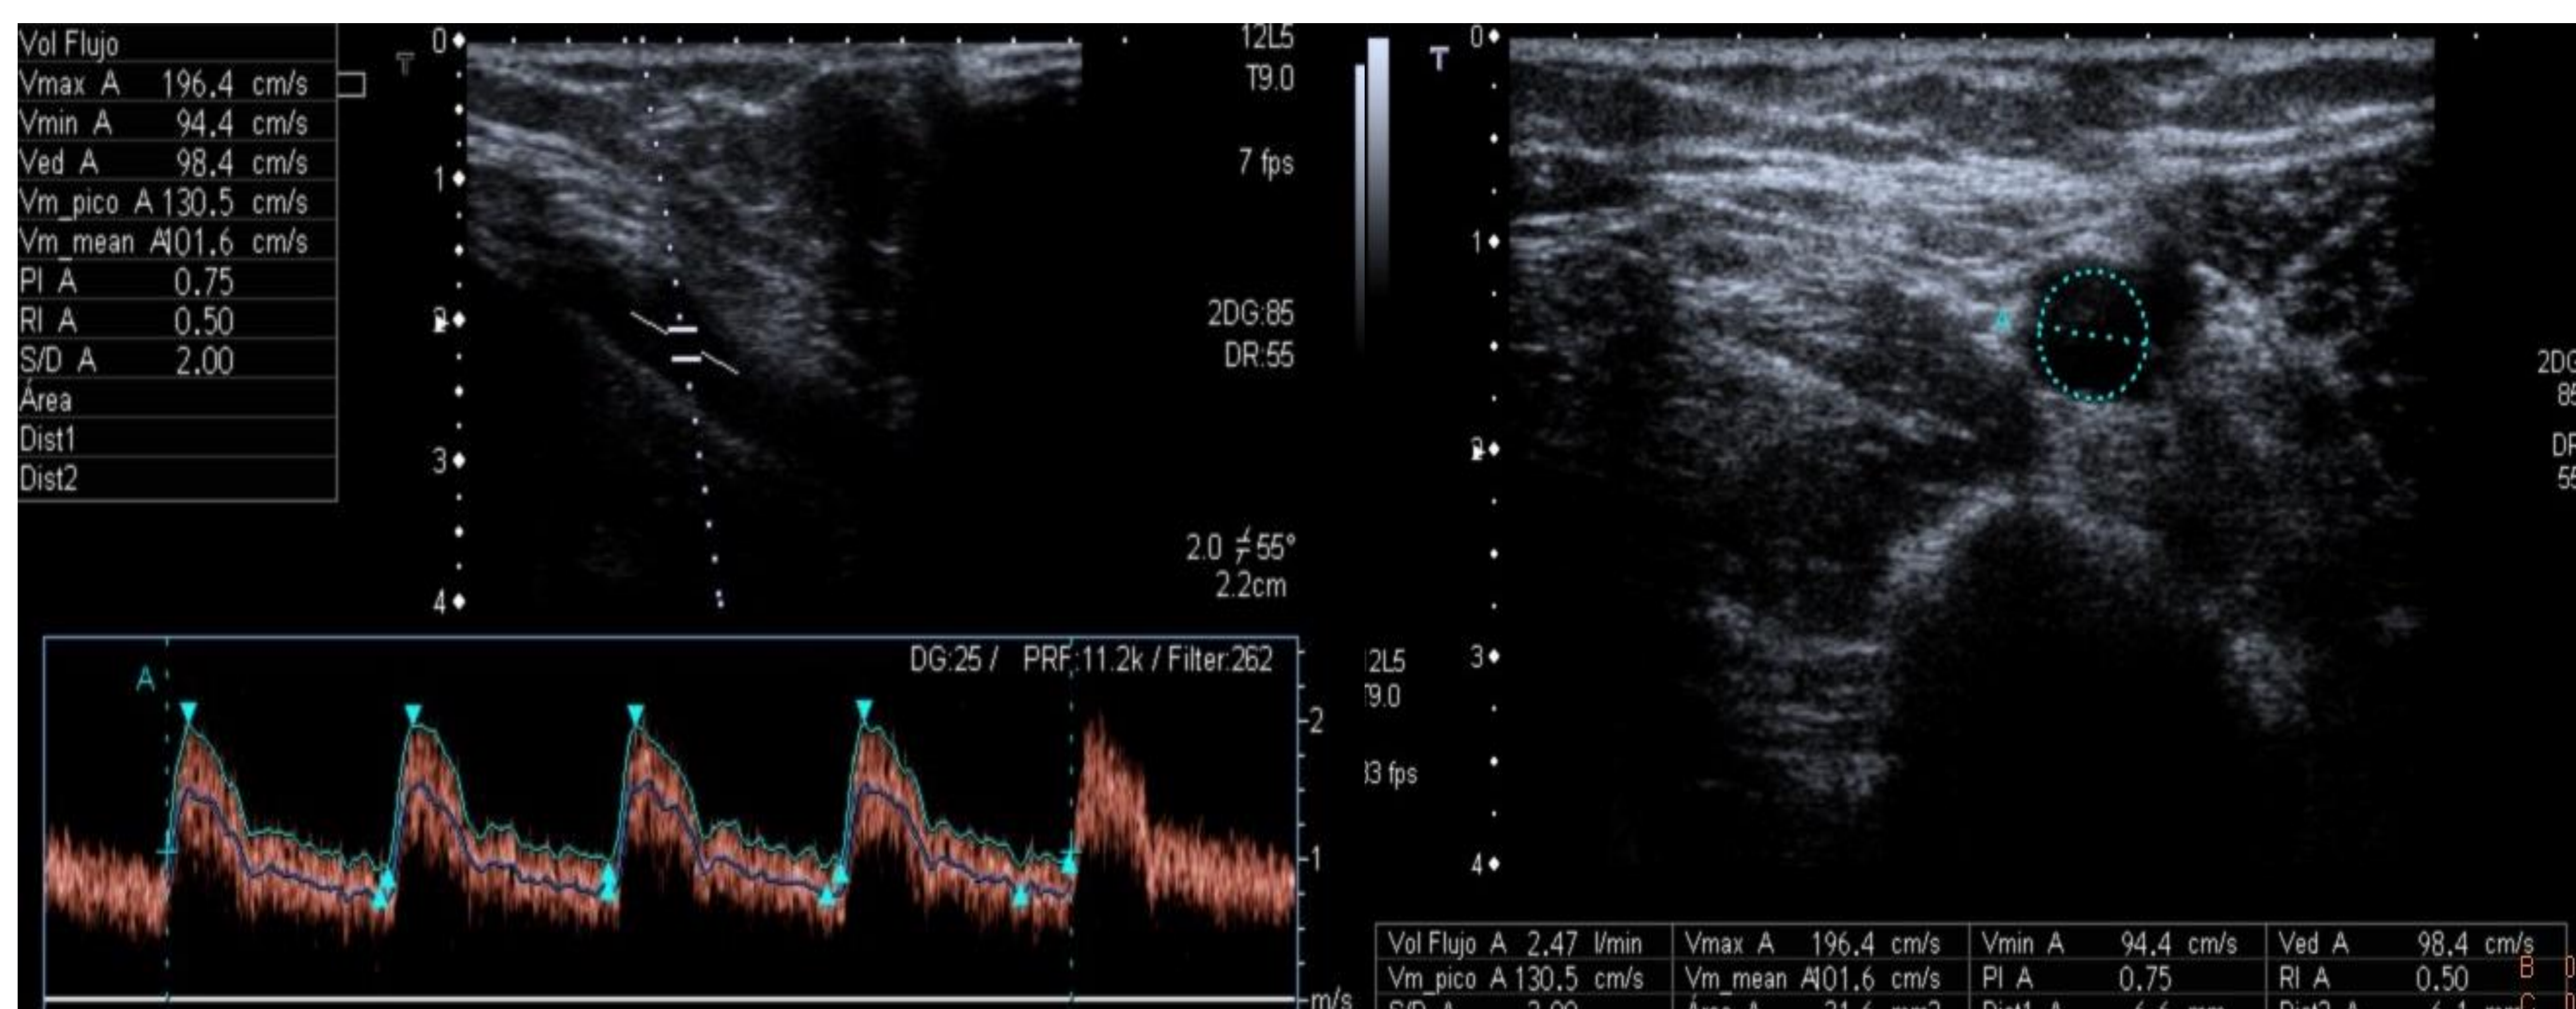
El índice de resistencia arterial (IR) es un índice ecográfico para evaluar la enfermedad arterial. Se mide como $RI = (\text{velocidad sistólica máxima} - \text{velocidad diastólica final}) / \text{velocidad sistólica máxima}$. Medida de flujo e IR en la arteria aferente de un acceso vascular periférico normofuncionante. La arteria aferente se estudia con un ángulo de incidencia ultrasónica $< 60^\circ$ para obtener un rango de 4 ciclos (a). Al conocer la velocidad promedio del vaso y el área (en el corte que discurre perpendicular a su eje) el software del equipo de ultrasonido nos da el flujo (ml/min) (b). IR $< 0,5$ y la forma de la curva indican que se trata de una arteria de baja resistencia.
